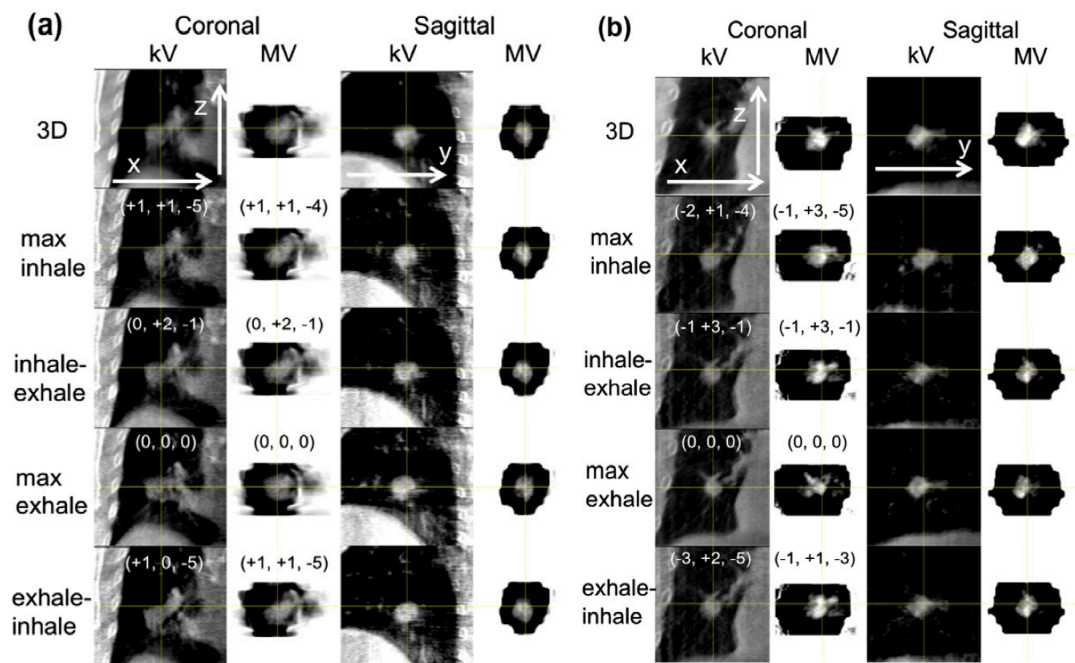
治療中kV-CBCTとVMAT-CBCTの3D、4D再構成画像のcoronal、sagittal断面の比較。(a) Patient 1, (b) Patient 2。数字は、両4D再構成画像において、最大呼気時の腫瘍の重心位置からのシフト量 (mm) を示す。
